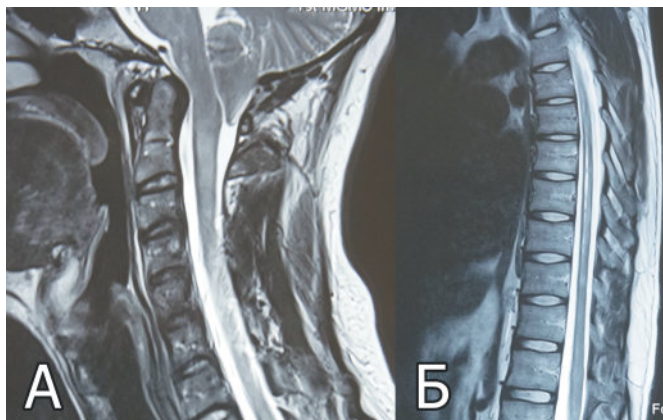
МР-томограммы а) головы и позвоночника на уровне краниовертебрального перехода. Исследование в сагиттальной плоскости, в режиме T2-взвешенных изображений. Отмечается пролабирование миндалин мозжечка в большое затылочное отверстие ниже линии Mc Rae на 1,8 см. Нижний край миндалин расположен на уровне дужки позвонка C1. Большая затылочная цистерна полностью отсутствует. Продолговатый мозг дорсально сдавлен вклиненными миндалинами, а вентрально — прижат к зубовидному отростку. Свободного ликворного пространства на уровне затылочного отверстия нет. б — грудного отдела позвоночника и спинного мозга в сагиттальной плоскости. T2-ВИ. Визуализируется сирингомиелическая полость. Мозг атрофичен, переднее и заднее ликворные пространства расширены.
